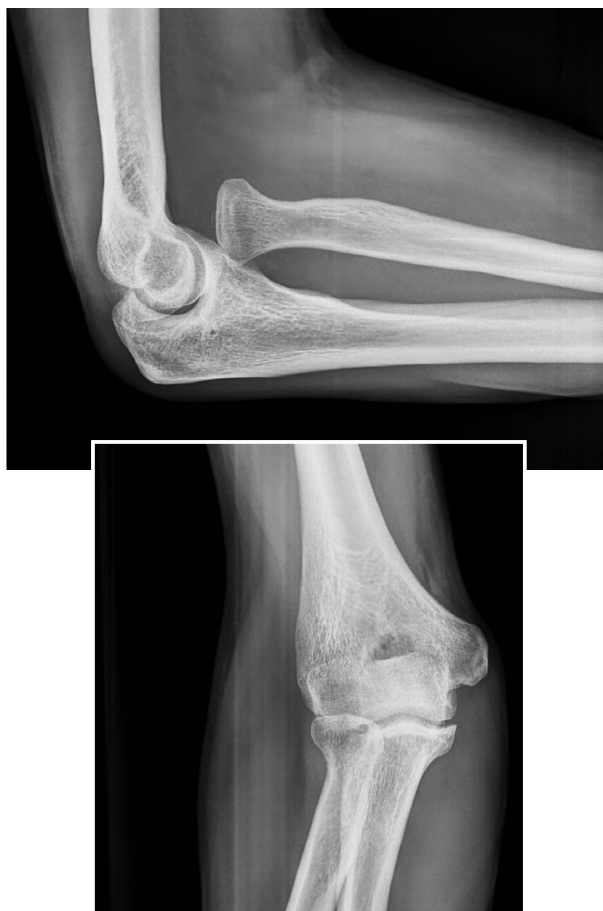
Imagen de radiografía simple de codo en lateral y anteroposterior, donde se observa la luxación anterior aislada de la cabeza de radio.
